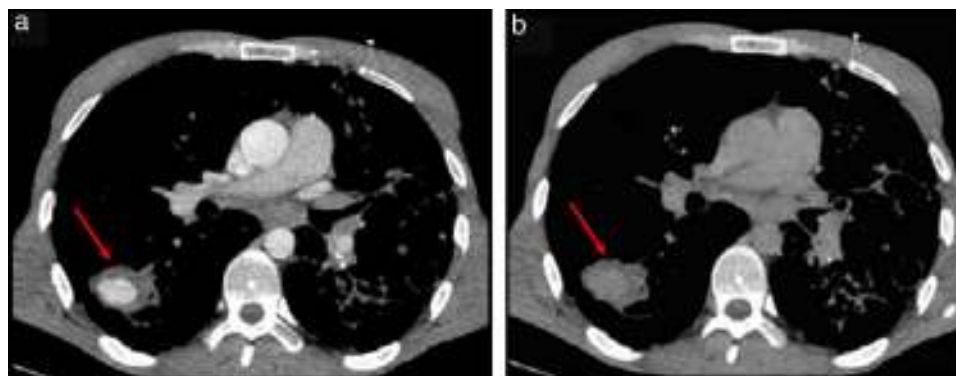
Cortes axiales de tomografía computada en ventana de mediastino muestran en el lóbulo inferior derecho una lesión de bordes bien definidos, (a) con captación de contraste en fase arterial y (b) lavado en la fase venosa (flechas).
